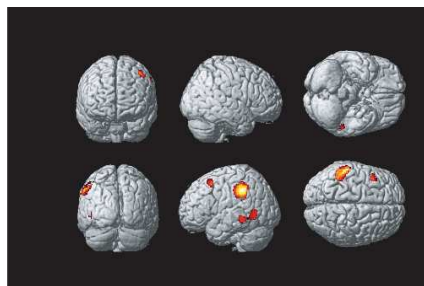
書き誤り総数とSPECT局所脳血流との相関(A:書き誤り総数、B:無反応)
